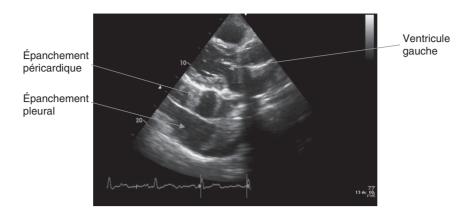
Épanchement péricardique abondant en regard du ventricule gauche, hétérogène avec éléments fibrineux, en échographie transthoracique (voie parasternale grand axe).
